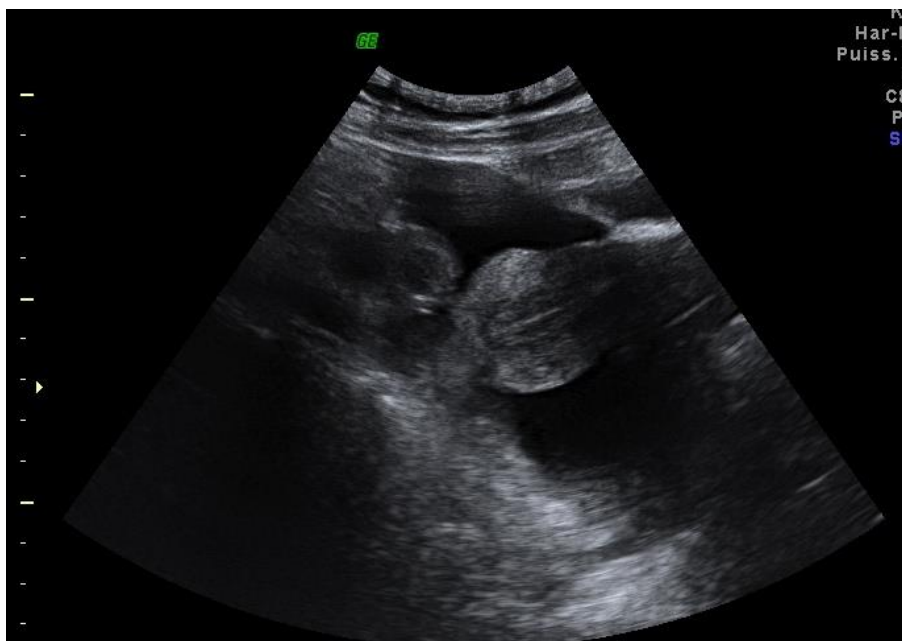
Échographie abdominale en mode B: collection péri-rénale sans paroi individualisable.
